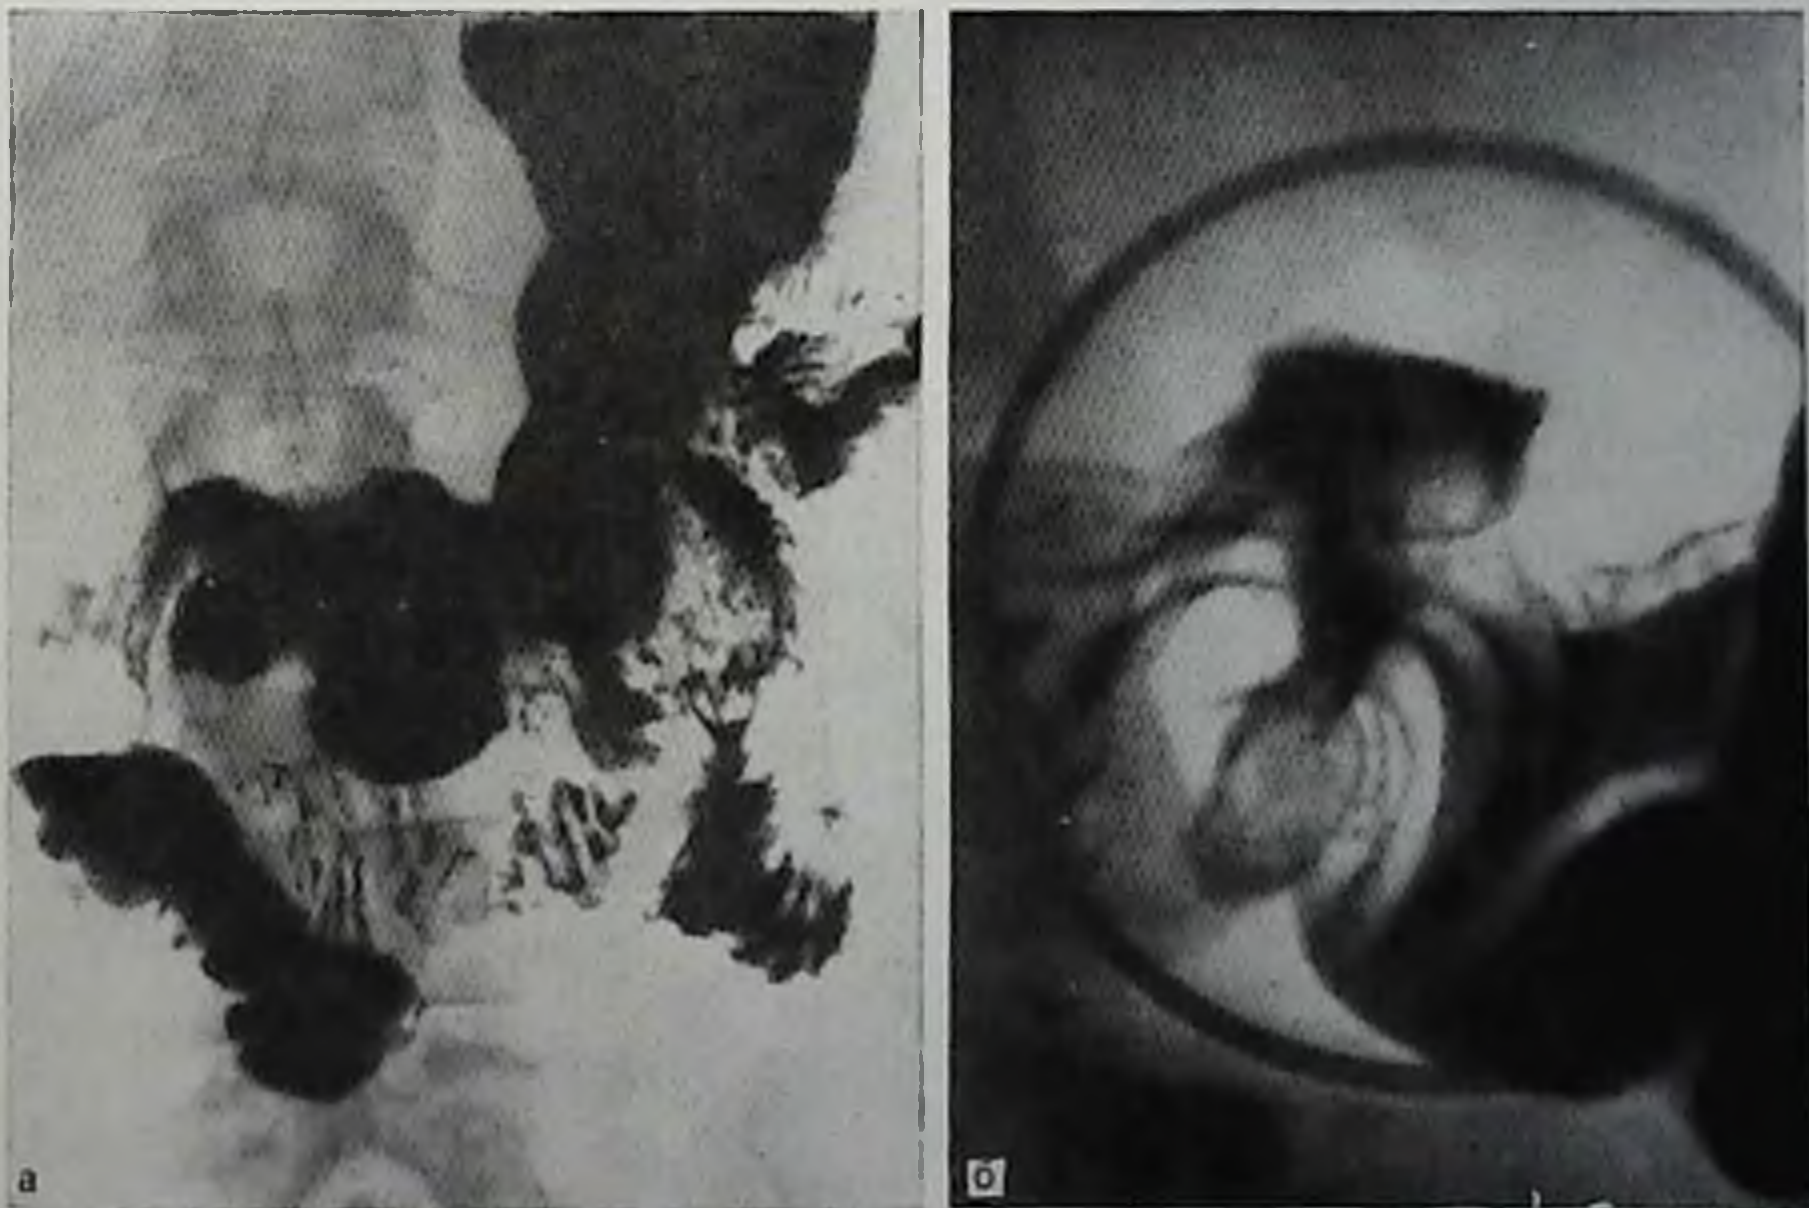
Состояние после ваготомии и пилоропластики. На обзорной (а) и прицельной (б) рентгенограммах желудка видна деформация пилорoduоденальной зоны с образованием псевдодивертикулов.
